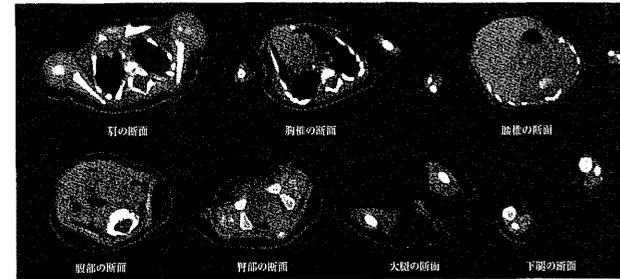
筋 CT 検査 (日齢 54, window レベル 30) 体幹筋・四肢・大股筋において X 線吸収係数は低く、筋量が少なく捻転が顕明であった。
